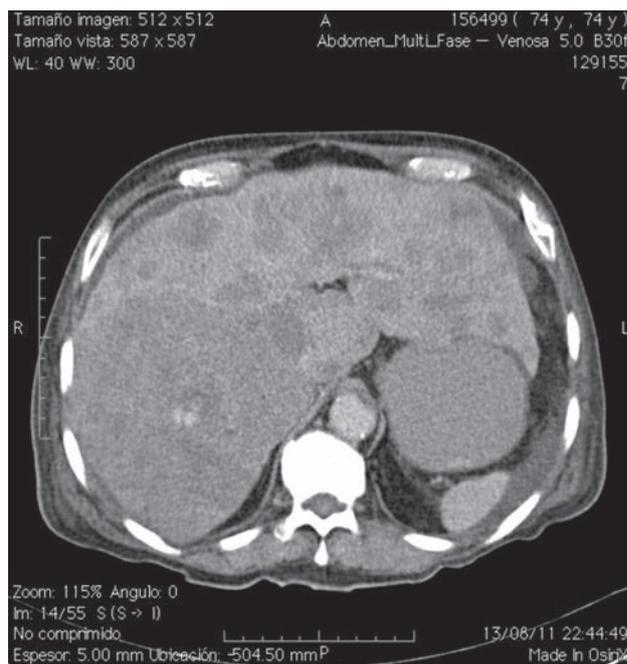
Tomografía axial computada de abdomen en fase venosa. Se observan áreas hipodensas en el parénquima hepático que corresponden a las lesiones neoplásicas en ambos lóbulos.
